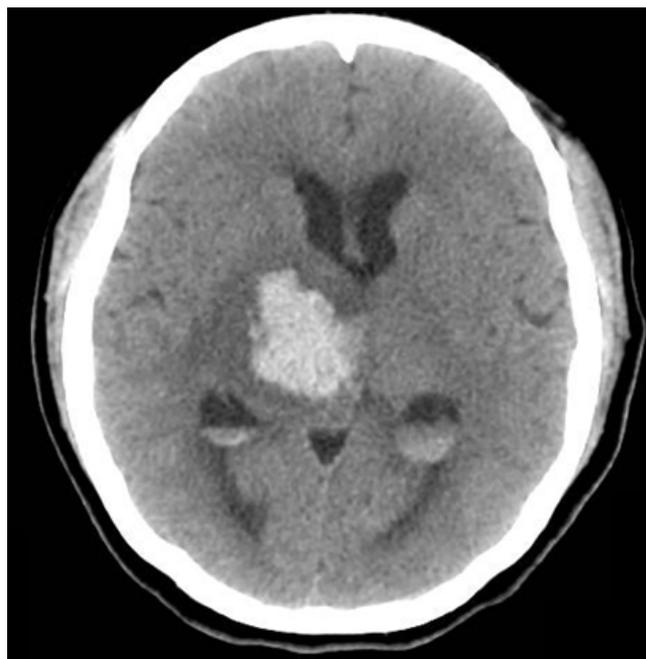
Tomografía simple de cráneo que muestra hemorragia intracerebral hipertensiva localizada en región talámica derecha. Se muestra presencia de sangre en las astas posteriores de los ventrículos laterales.
